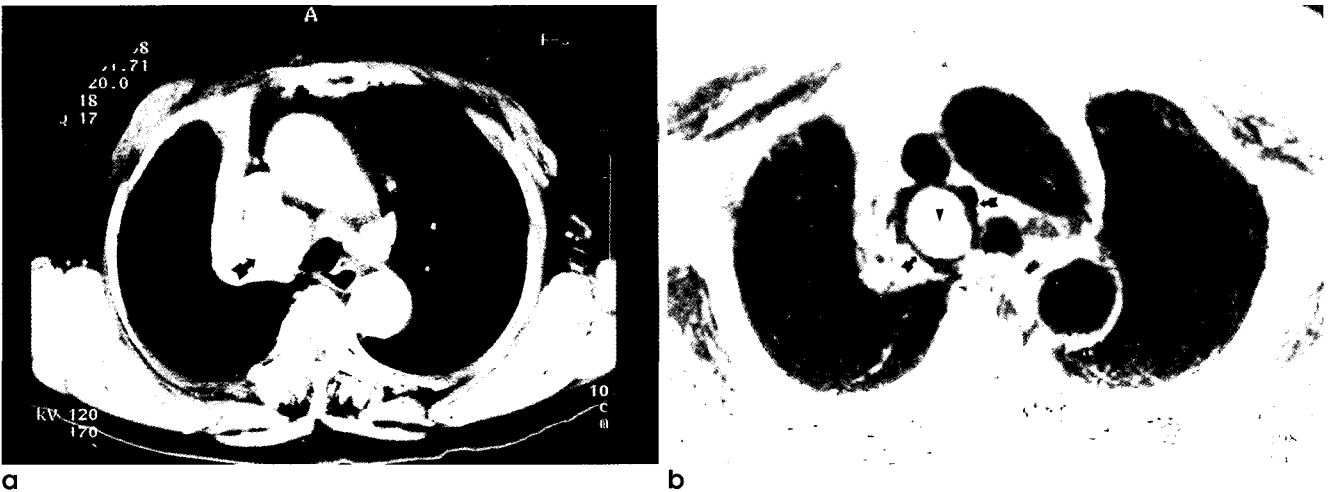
Bronchial anthracofibrosis in a 79-year-old woman a. CT scan shows mass and enlarged lymph node (arrow) in right upper lobe. b. 2Axial T2 weighted image shows central high signal intensity (arrowhead) with peripheral low signal intensity (black arrows) in the enlarged lymph node.
